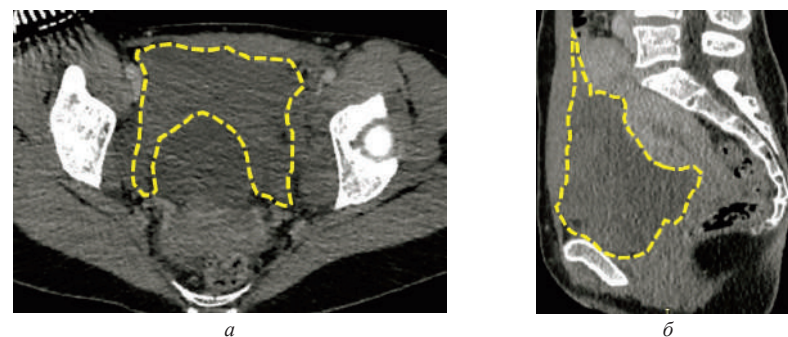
Компьютерные нативные томограммы таза: а – обширная внутритазовая забрюшинная гематома («симптом моляра»), аксиальный срез; б – сагиттальный срез
